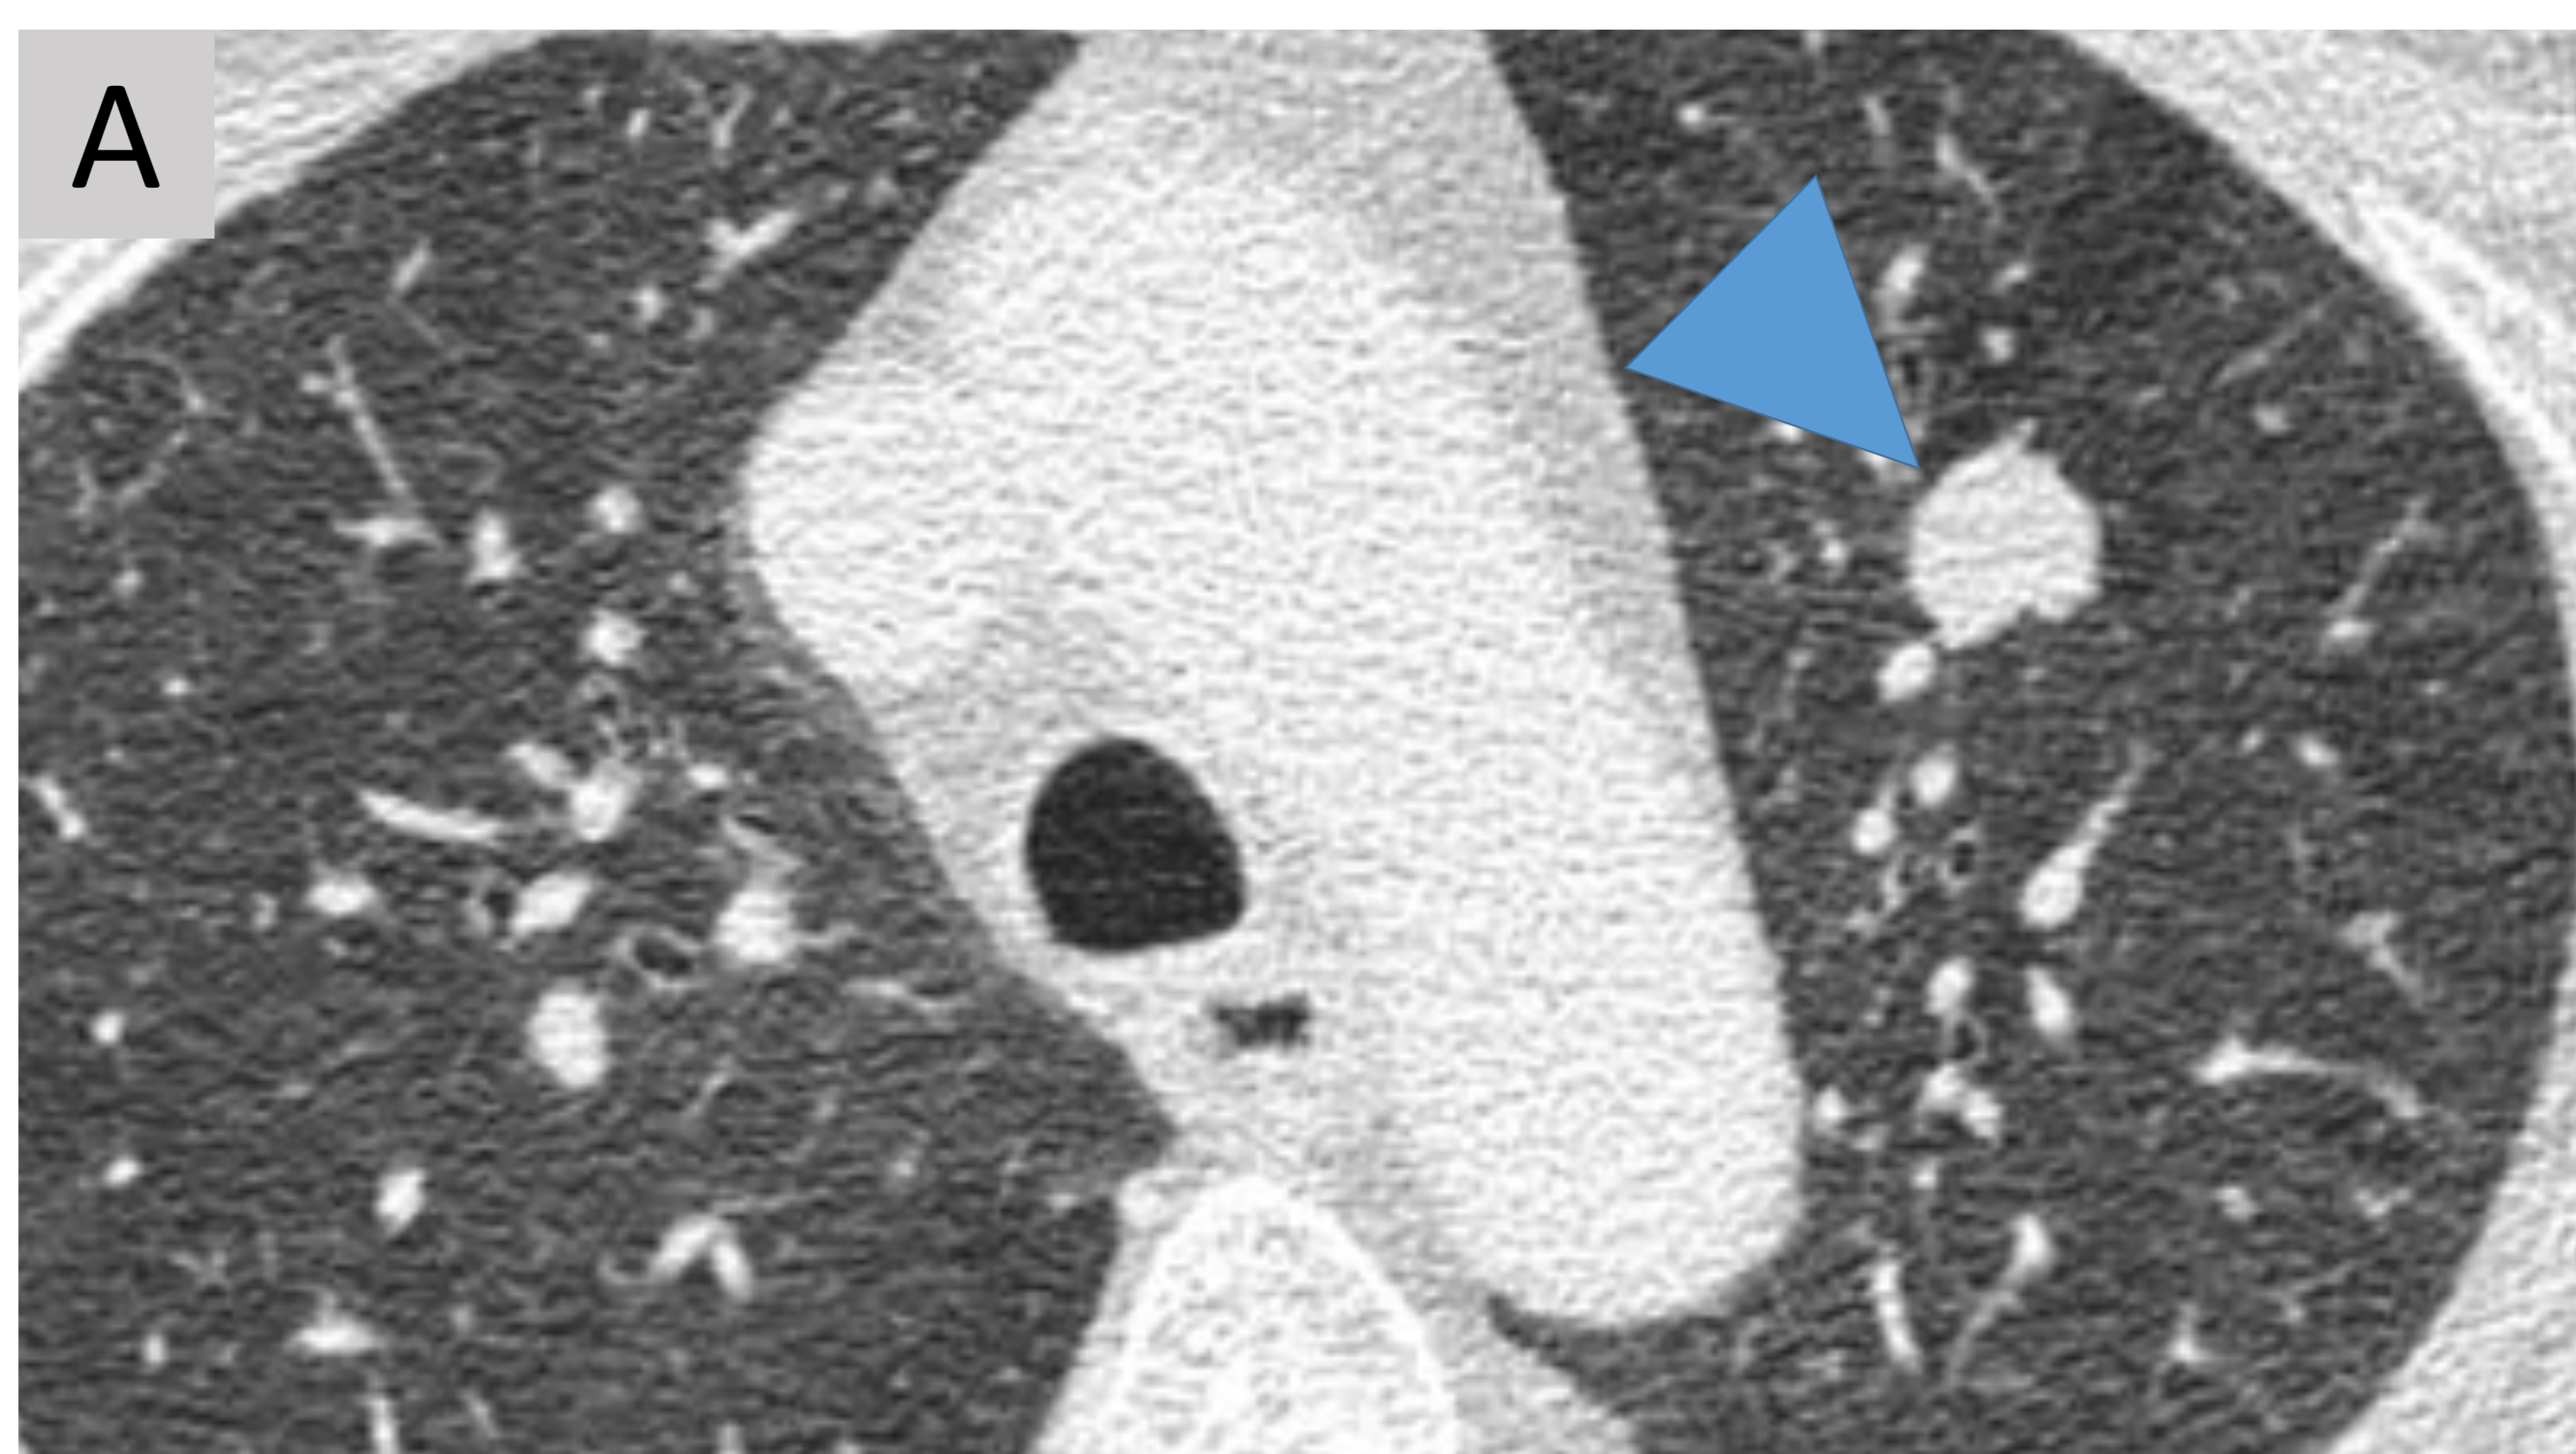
TC sin contraste donde se identifica nódulo lobulado en LSI (punta de flecha) por tumor neuroendocrino de células grandes.
